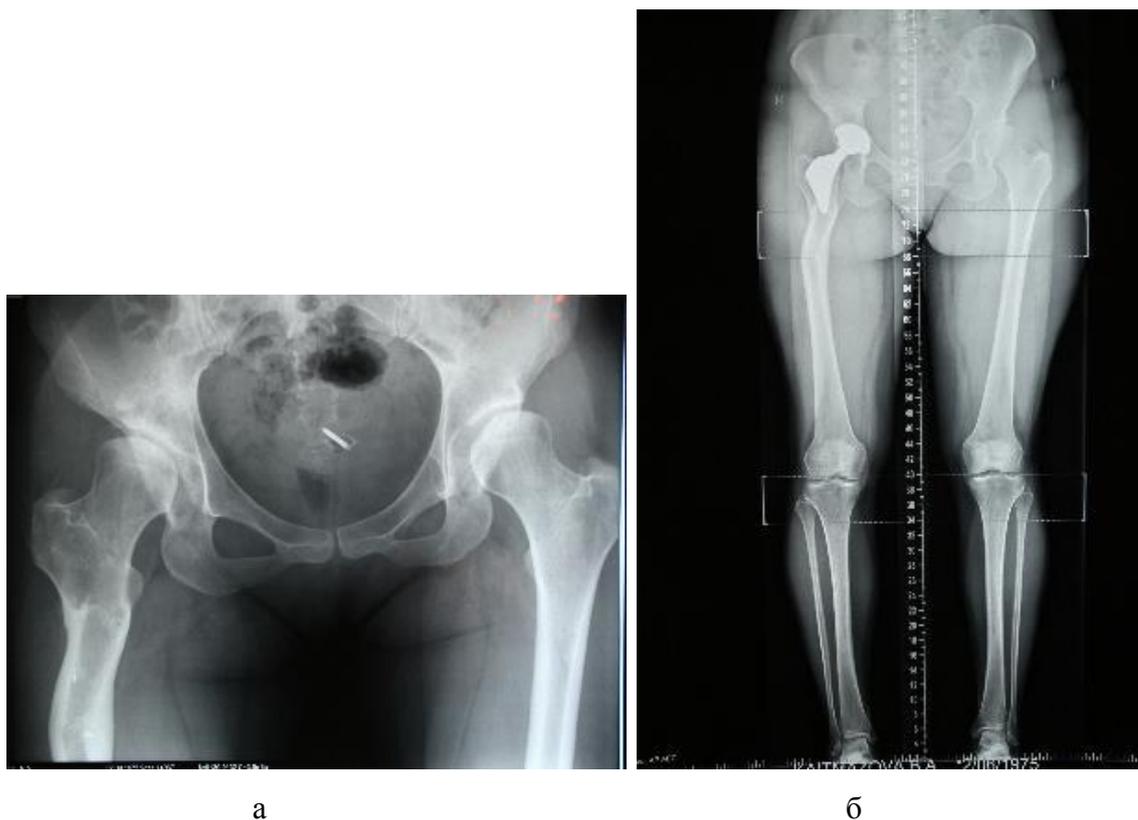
Рентгенограммы больной К., 39 лет: а – до операции; б – после операции эндопротезирования тазобедренного сустава без остеотомии бедренной кости
